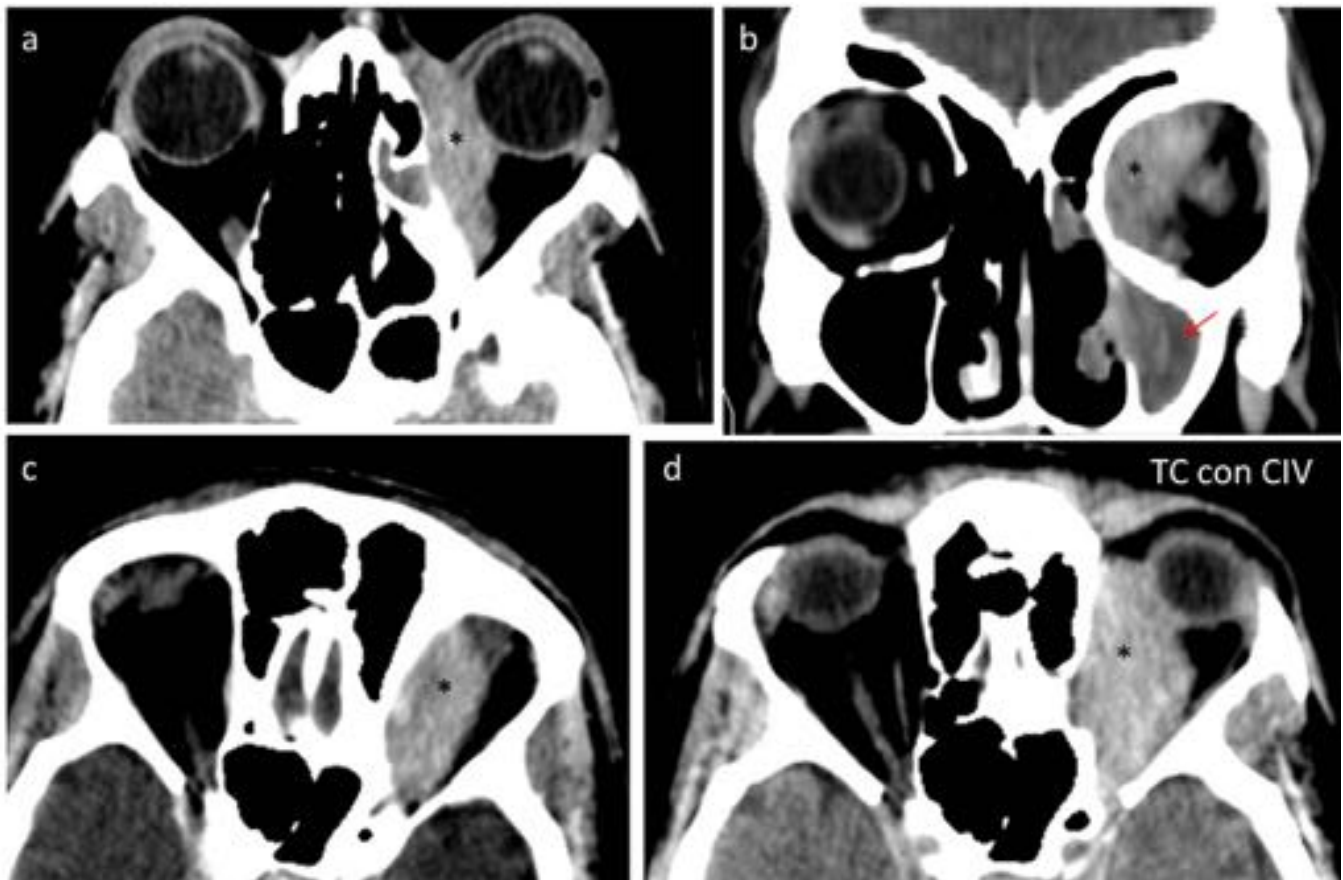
Caso-1: Reconstrucciones de TC en planos axial (a, c y d) y coronal (b). Masaorbitaria(*), hiperdensa, extraconal con cierto componente intraconal, que ocupa la región medial de la órbita, englobando las estructuras musculares internas. Presenta captación de contraste homogénea (d). Se aprecia discontinuidad de la pared medial de la órbita izquierda con posible continuidad de la masa hacia celda etmoidal adyacente. Cambios inflamatorios crónicos (flecha roja en imagen b).
